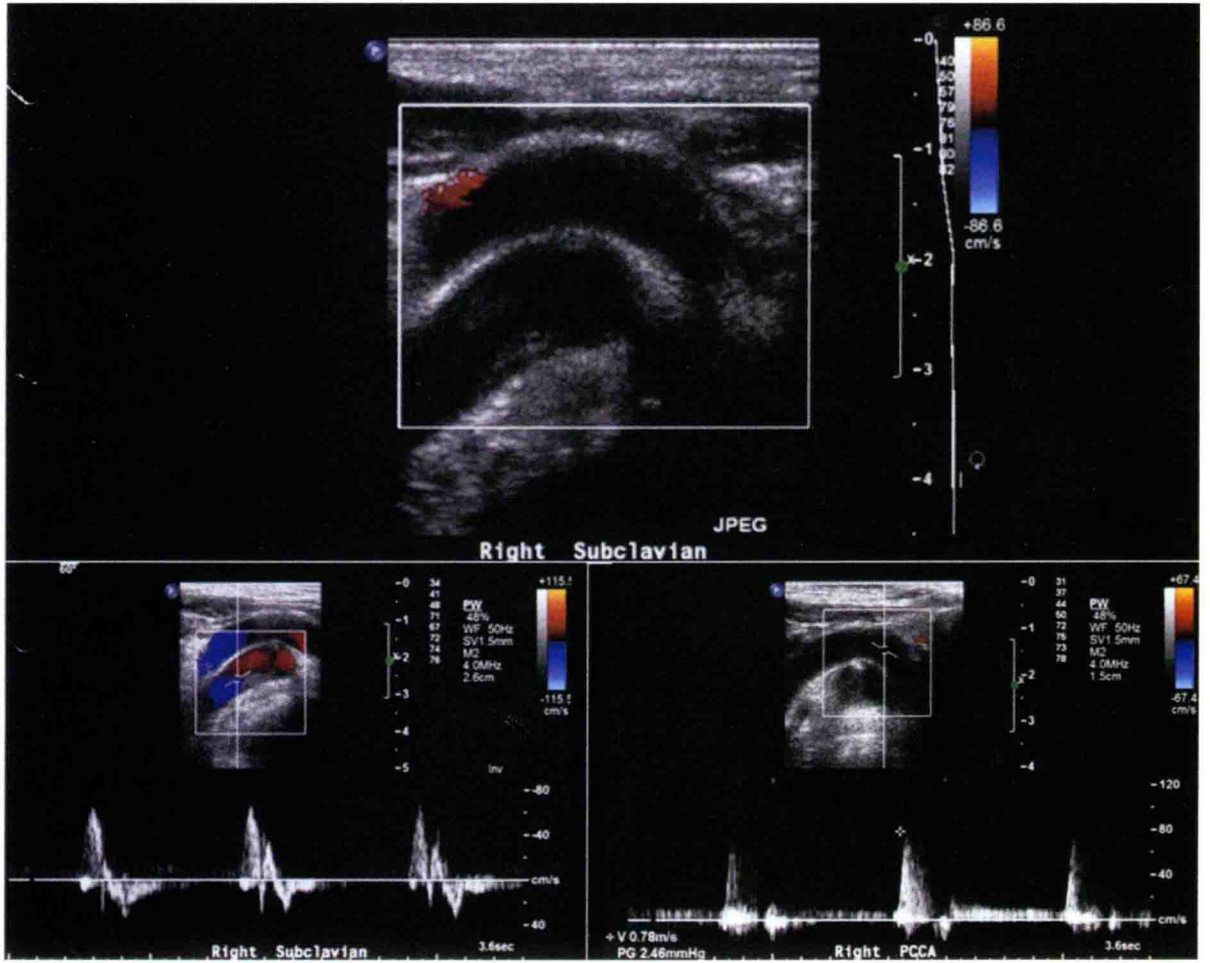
真实图像。上图,灰阶超声提示可能是一个血管假象,这种现象常见于锁骨下动脉附近,由于超声束经过很多浅表结构(如锁骨等)反射后形成。下图,显示管腔内血流,证实是真正的颈总动脉和右锁骨下动脉。
